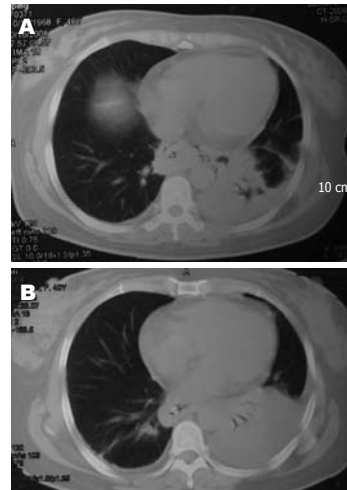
医源性食管破裂CT. A: 食管周围软组织密度影,周边可见簇状分布小气泡,伴有左侧胸腔积液及左下肺不张; B: 保守治疗后1 wk复查,气体密度影消失,左下肺不张及左侧胸腔积液范围增加,食管内可见胃肠减压管影。
